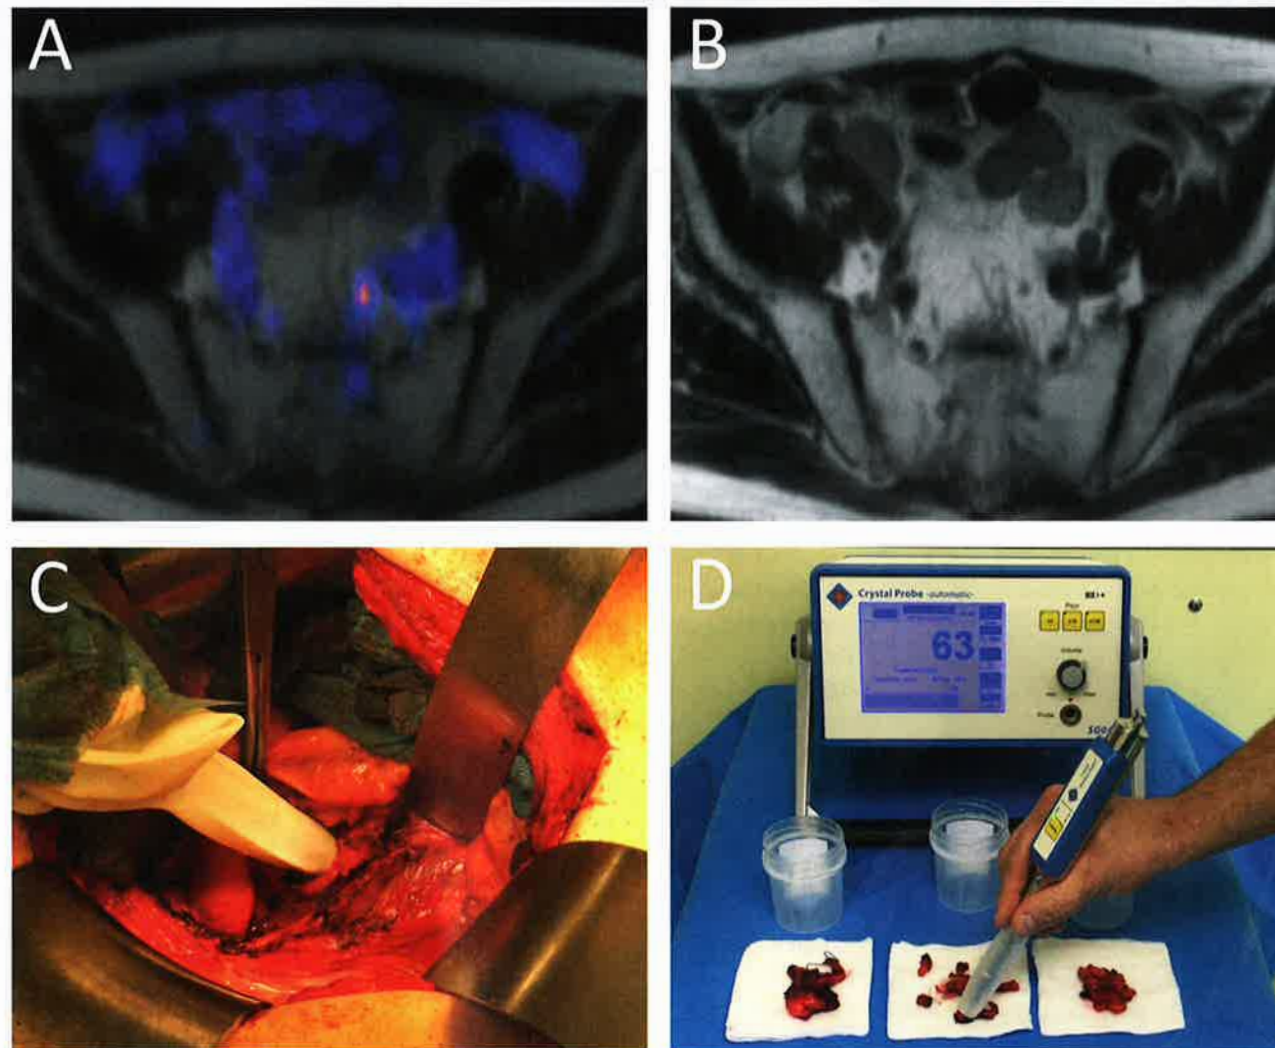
PSMA-PET/MR-Untersuchung (A) mit kleinem traceranreichernden präsakralen Lymphknoten, der in der alleinigen MRT-Bildgebung (B) unauffällig erscheint. Intraoperativer Situs bei transperitonealem Zugang mit steril verpackter Gammasonde (C). Konfirmierende Ex-vivo-Messung (D) die auch direkt am OP-Tisch nach Resektion erfolgt.
